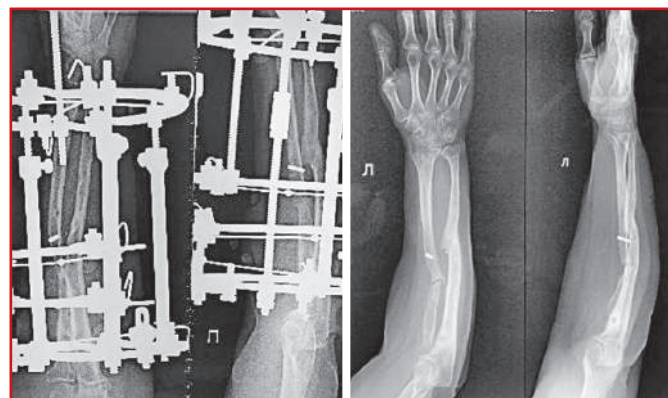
Рентгенограммы предплечья той же больной на этапе ЧКДО локтевой кости (слева) и после демонтажа аппарата перед наложением тугора (справа) [предоставлено авторами] / Radiographs of the forearm of the same patient at the stage of TO of the ulna (left) and after dismantling the apparatus before applying the splint (right) [provided by the authors]
